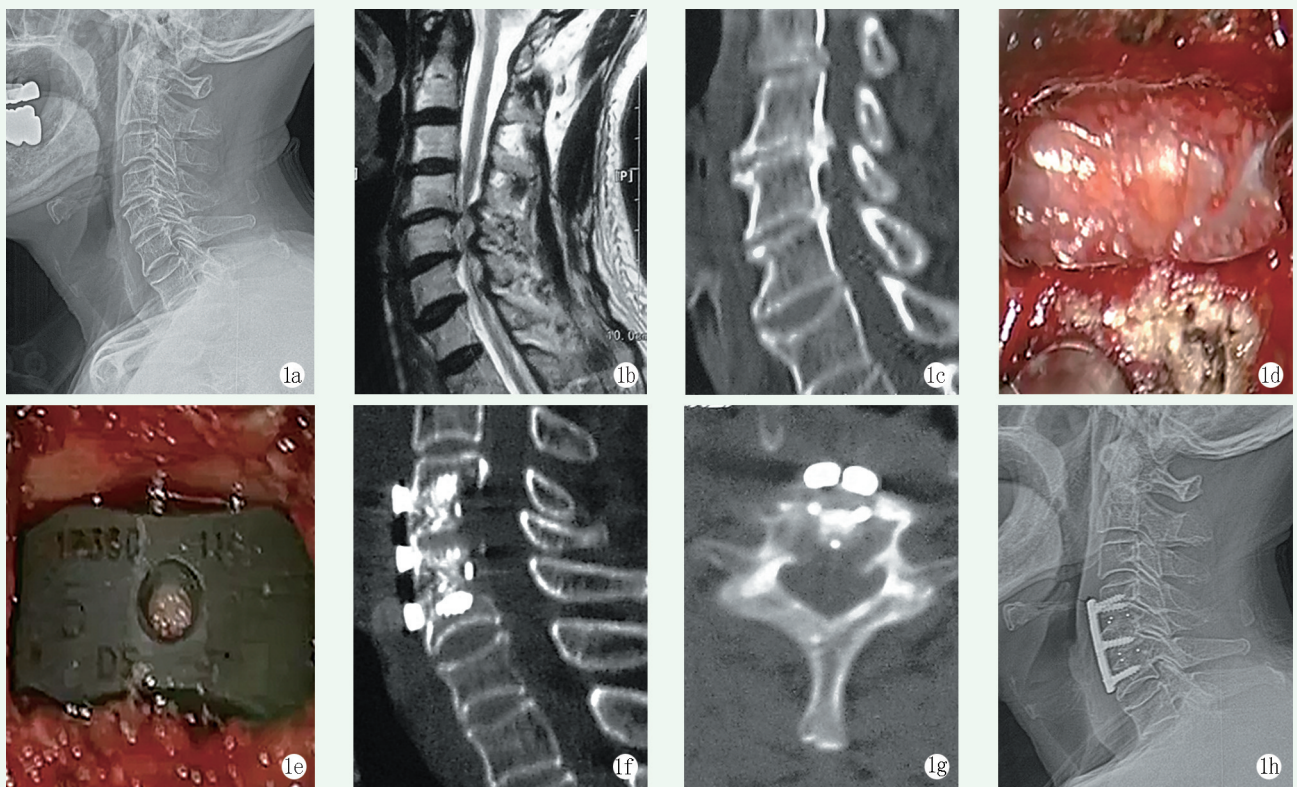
患者，男，70 岁，脊髓型颈椎病，行显微镜辅助下 ACDF 1a~1c: 术前侧位 X 线片及 MRI、CT 平扫可见 C_{4/5}、C_{5/6} 节段脊髓受压，脊髓变性 1d: 显微镜术中可见减压彻底，暴露硬脊膜 1e: 显微镜术中可清晰地看到融合器位置良好 1f, 1g: 术后 CT 示内固定螺钉位置良好，椎管面积增大 1h: 术后 6 个月 X 线片示钢板及螺钉融合器位置良好
